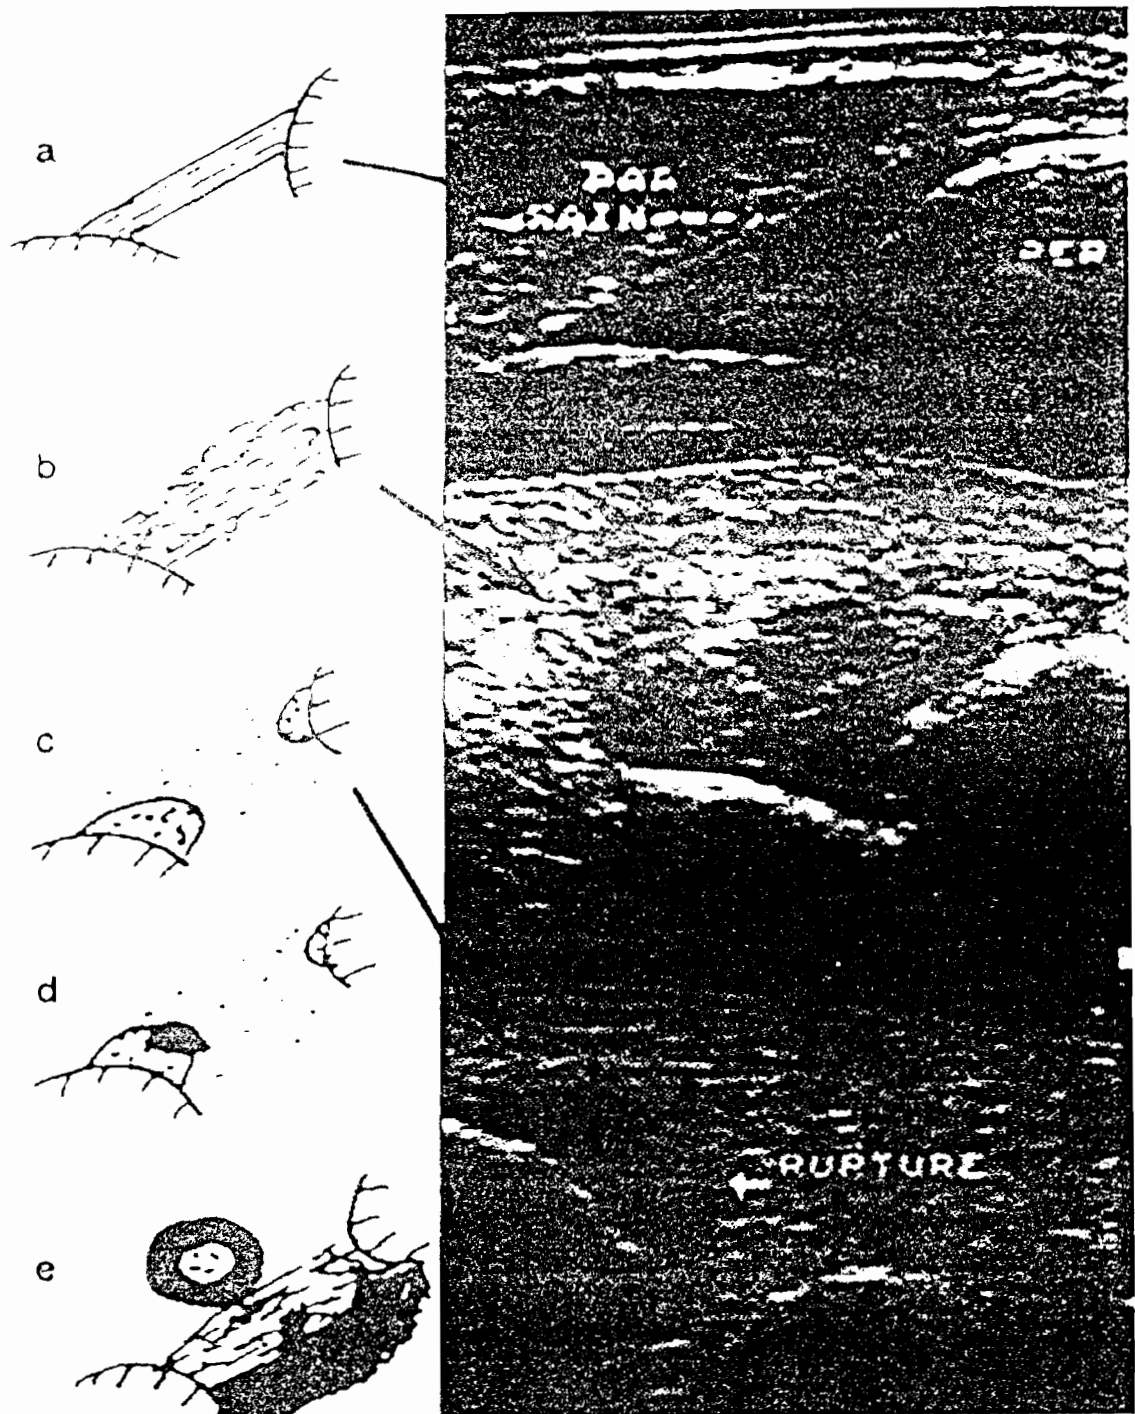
Sémiologie échographique des lésions ligamentaires.
